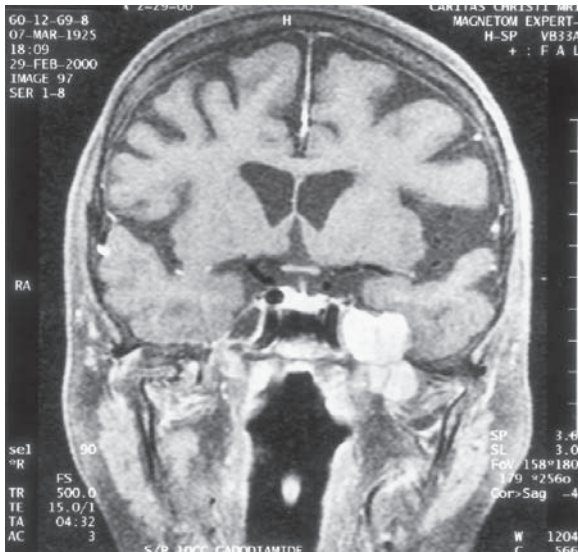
Neuroma del trigémino (schwannoma) que sólo causa cambios sensoriales menores en la cara, según puede observarse en una MRI reforzada con gadolinio. El tumor en forma de pesas se estrecha a la altura del agujero oval.
